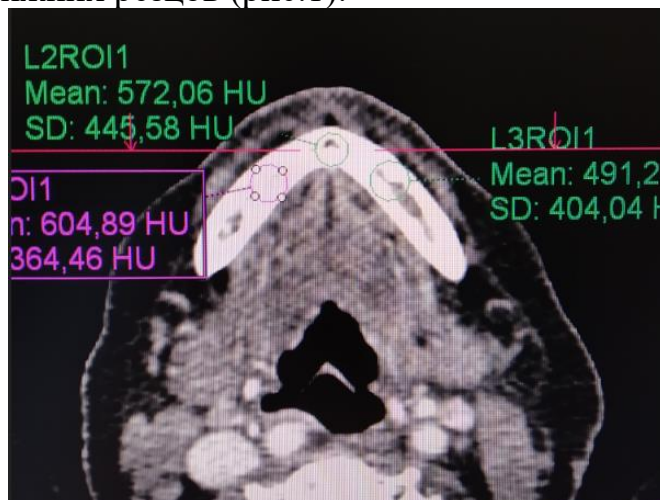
Аксиальный срез ПЭТ-томограммы: определение средней оптической плотности на нижней челюсти во фронтальном и боковых отделах
